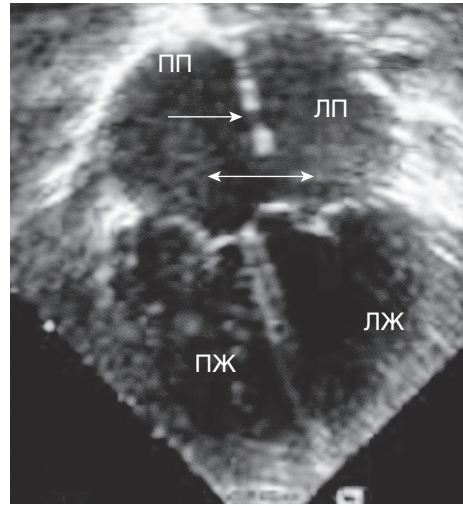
Эхокардиография из субкостальной проекции при дефекте межпредсердной перегородки I и дефекте межпредсердной перегородки II. Одинарной стрелкой указан вторичный дефект межпредсердной перегородки, двойной стрелкой — первичный дефект межпредсердной перегородки
